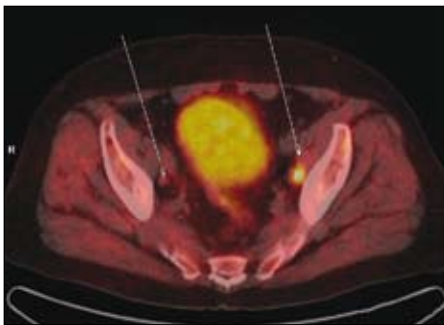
PET/CT: Lymphknotenmetastase eines Prostata-Karzinoms rechts im Bild; der gleich große Lymphknoten links im Bild ist nicht befallen
